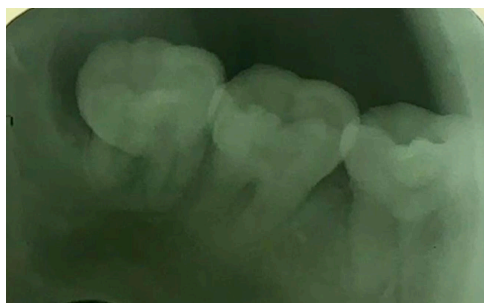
Radiografía periapical del elemento 38.
